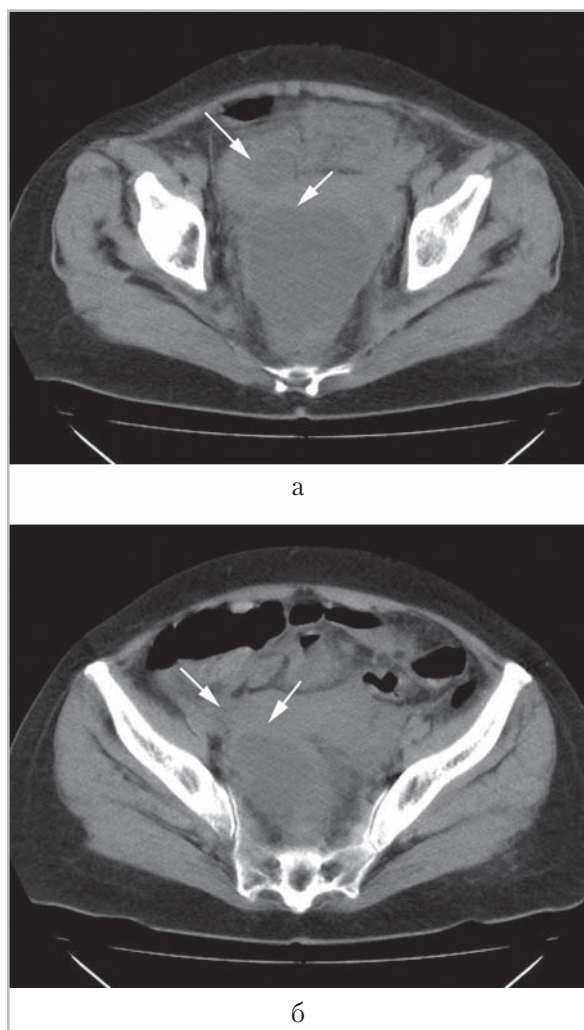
На компьютерных томограммах малого таза в аксиальных проекциях кпереди от вышеуказанного образования визуализируется еще одно, меньшего размера (*стрелки*). Образования прилежали к передней стенке прямой кишки (в связи с отсутствием контрастирования кишечника необходимо дифференцировать с пережатой и расширенной петлей кишки)
